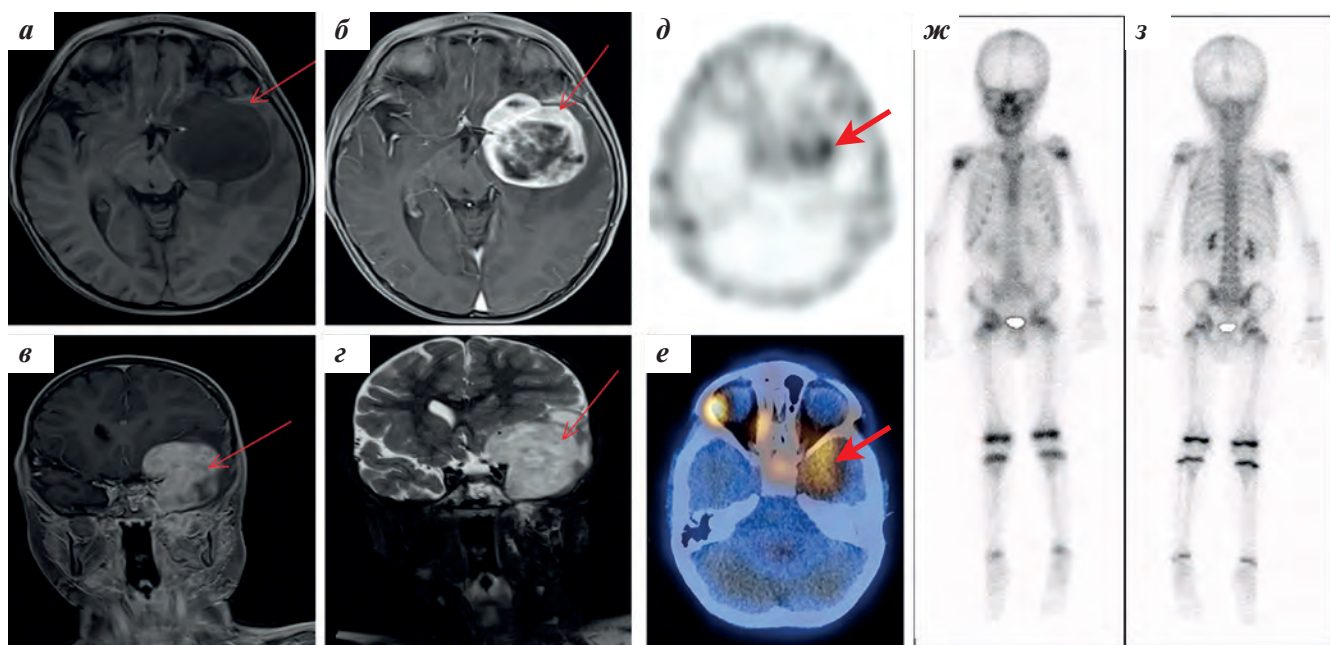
Собственные результаты обследования пациента К., 4 года, с диагнозом: рецидив эмбриональной РМС параменингеальной локализации с интракраниальным распространением. *PMS2*-ассоциированный CMMRD-синдром: а – МРТ в режиме T1 FS в аксиальной проекции до введения РФП; б – МРТ в режиме T1 FS в аксиальной проекции после введения РФП; в – МРТ в режиме T1 FS во фронтальной проекции после введения РФП; г – МРТ в режиме T2 FS во фронтальной проекции. Отмечаются увеличение размеров интракраниального компонента опухоли средней черепной ямки слева (стрелки); д – аксиальная томосцинтиграмма с ^{99m}Tc -пертехнетатом, выполненная для оценки состояния оболочек головного мозга. Определяется очаговая гипераккумуляция РФП в проекции интракраниального компонента опухоли средней черепной ямки слева – локальное нарушение гематоэнцефалического барьера; е – аксиальная томосцинтиграмма с ^{99m}Tc -технетрилом – сцинтиграфия мягких тканей, выполненная для оценки распространенности патологического процесса и метаболической активности. В интракраниальном компоненте объемного образования средней черепной ямки определяется повышенное патологическое накопление туморотропного РФП – до $\text{SUV}_{\text{max}} = 4,1$. На КТ-срезах определяется литическая деструкция левых отделов тела и левого большого крыла клиновидной кости, левой ветви нижней челюсти, задней стенки левой верхнечелюстной пазухи. Накопление индикатора в этих областях носит фоновый характер; ж, з – планарные остеосцинтиграммы. Определяется неравномерное повышение накопления РФП в области костей основания черепа слева. По сравнению с предыдущим исследованием в области крестца распределение РФП нормализовалось
